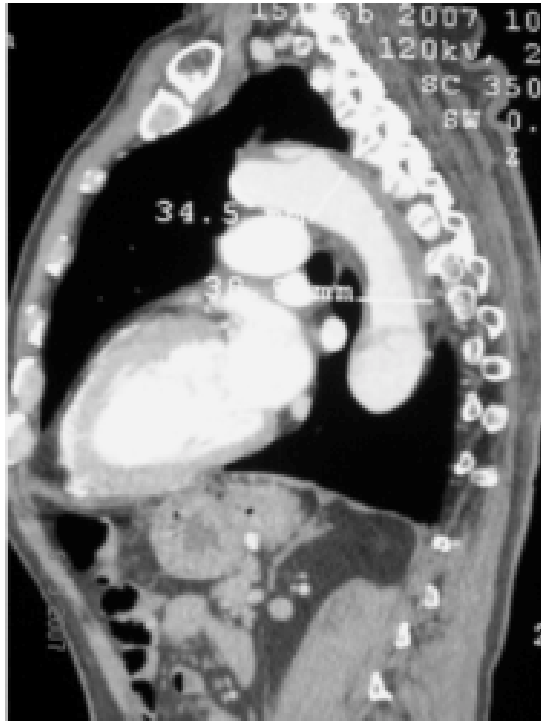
Evaluación preoperatoria: Angiotomografía corte sagital. Disección tipo B.
